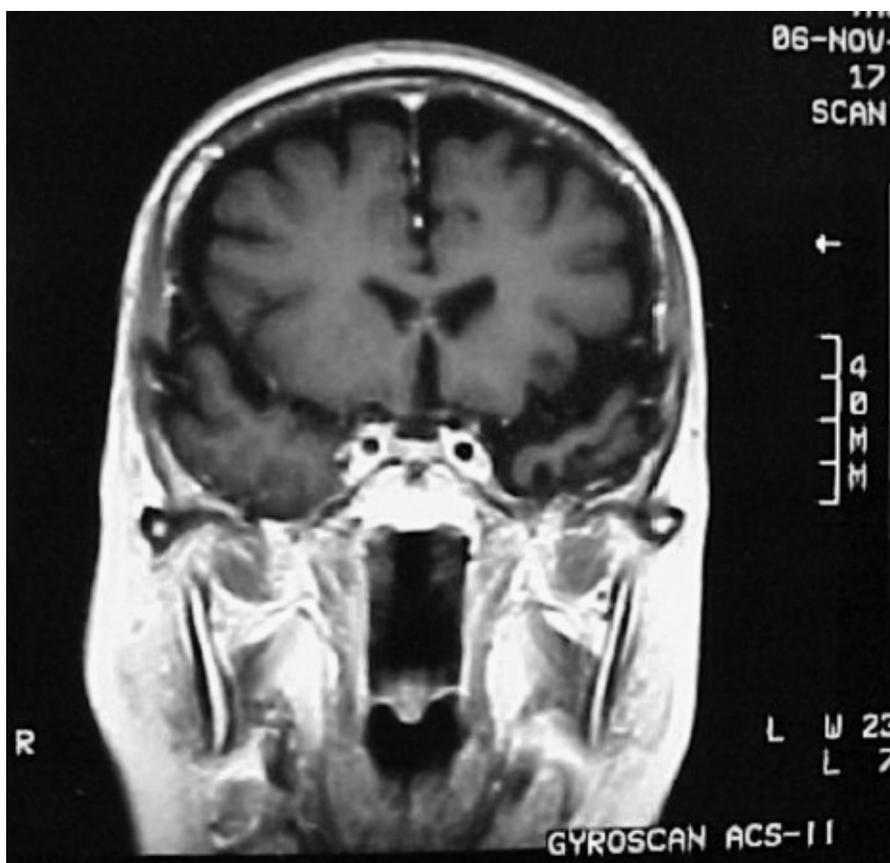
Ressonância magnética de crânio (imagem ponderada em T1, corte coronal) em paciente com afasia progressiva primária variante semântica (APPVs) que apresenta atrofia acentuada do polo temporal esquerdo.
